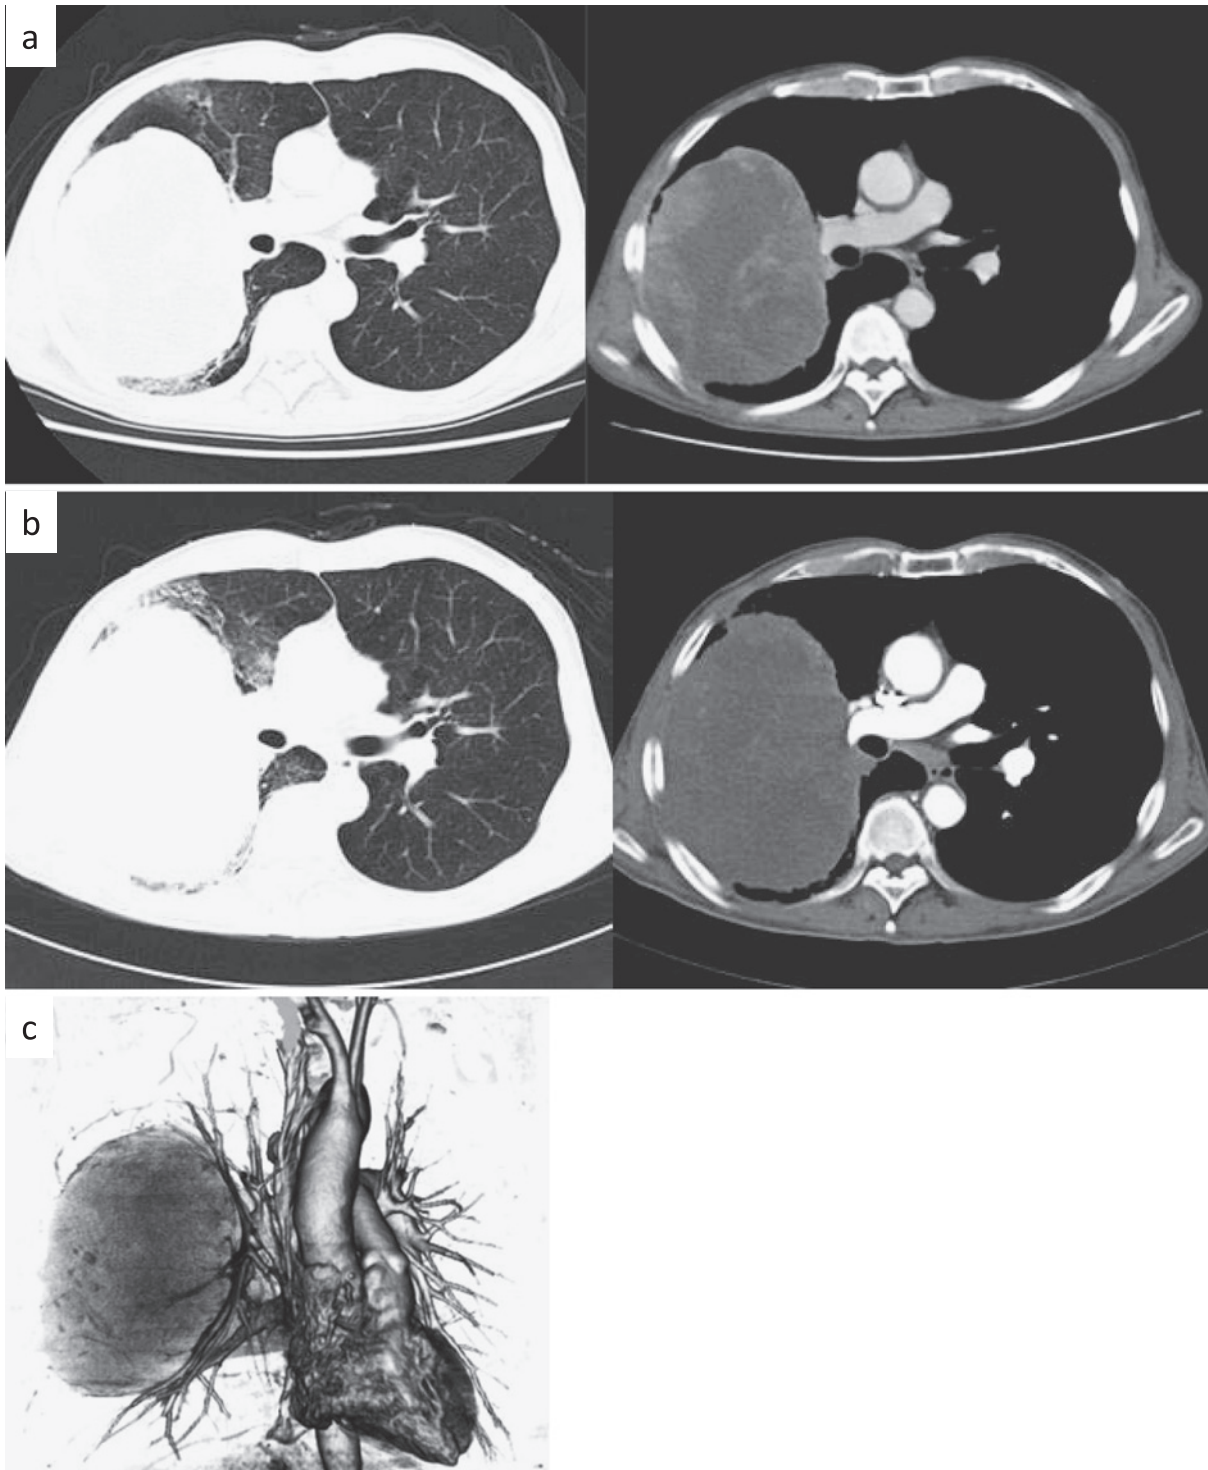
Chest computed tomographic scan. (a) The size of the tumor was 12 cm diameter on admission. The inside was heterogeneously enhanced by contrast medium. (b) The tumor had rapidly grown after 40 days. (c) Three-dimensional-CT scan shows the tumor displacing the right pulmonary artery.
